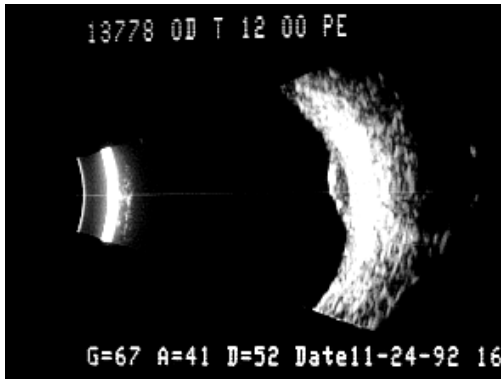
Immagine ecografia B-scan di un melanoma coroidale di piccole dimensioni.
